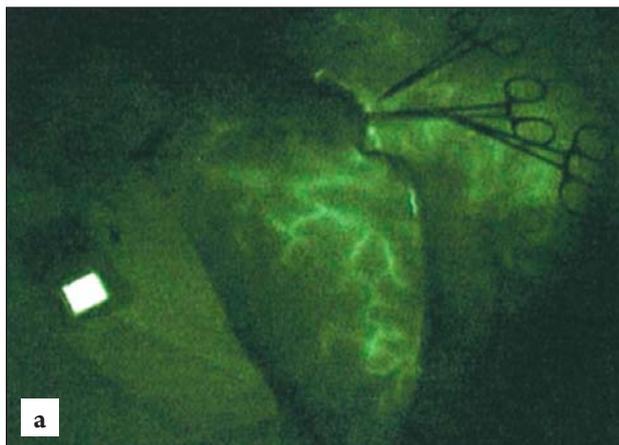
Флуоресцентная видеоангиография: а — через 25 сек после инъекции индигоциана зеленого определяется васкуляризация зон I и III. Средняя линия лоскута еще не пересечена; б — через 34 сек после инъекции заполняется зона II на контралатеральной стороне; в — через 42 сек после инъекции отмечается диффузное заполнение всего лоскута, также выявляется отсутствие перфузии зоны IV
